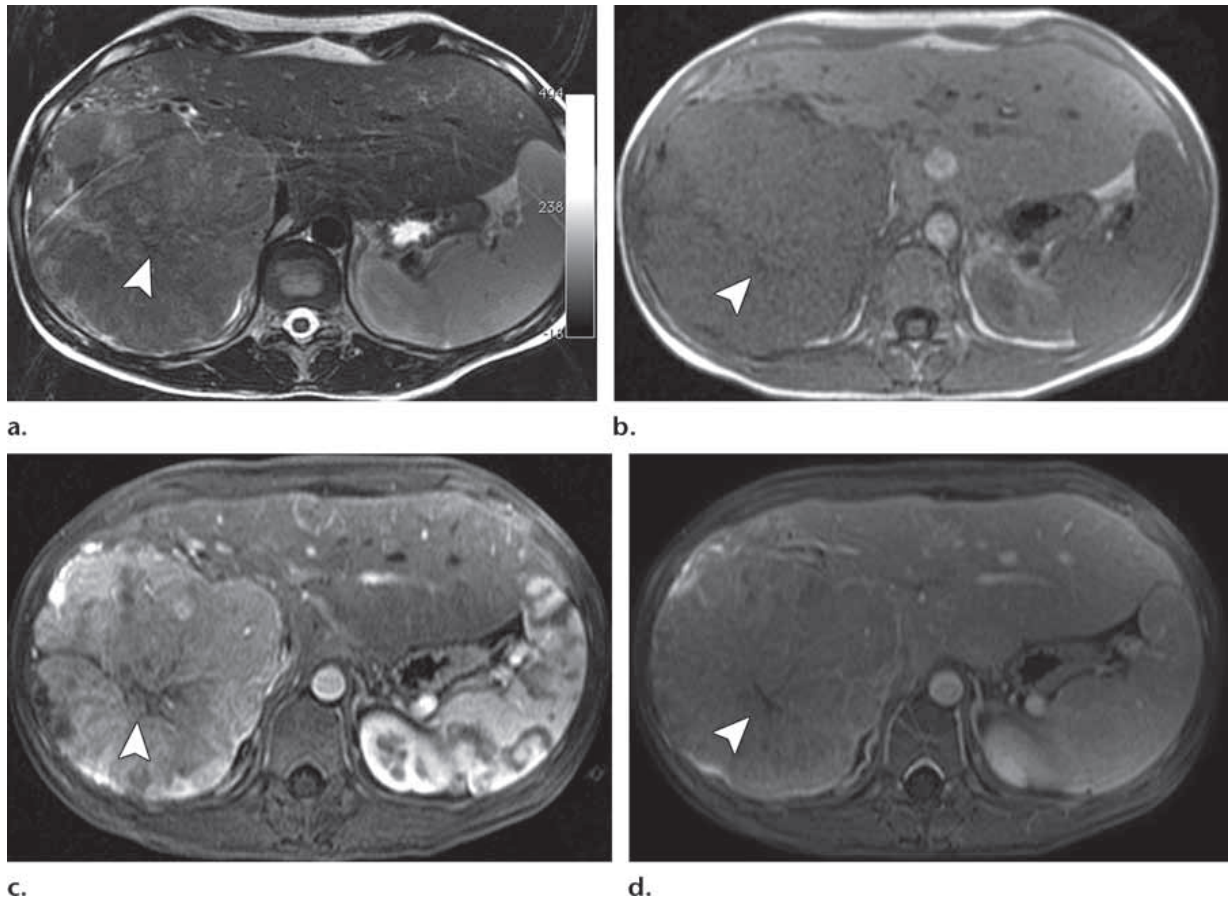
Coupes axiales IRM d'un CHC fibrolamellaire chez une fille de 20 ans [1].
